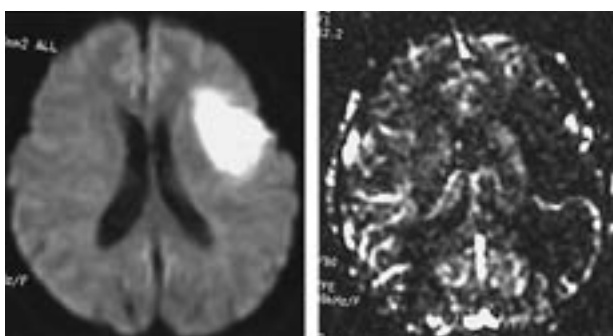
左：diffusion MRI（拡散強調画像）では前頭葉前方に脳虚血を示す高信号域が見られる。右：Perfusion MRI（血流画像）では左大脳半球に広範囲な血流低下部分が推測される。
